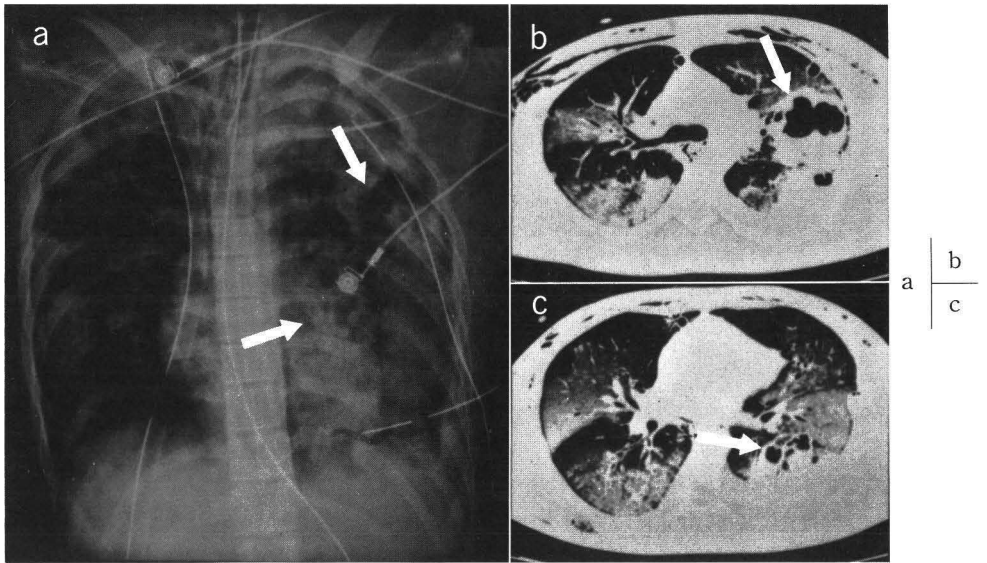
図3と同一の症例，a：permissive hypercapnia 終了時のXP；両側肺にび慢性浸潤影を認める。左肺に多発性の嚢胞性病変（矢印）がある。b，c：同上，CT；右肺に淡い濃度域，左肺に多発性の空洞性病変（矢印）が認められる。（池上之浩，多治見公高，広沢邦浩ほか：空洞性病変から膿胸，気管支胸膜瘻を形成した重症肺裂傷の1例。呼吸（印刷中），1994より引用）
